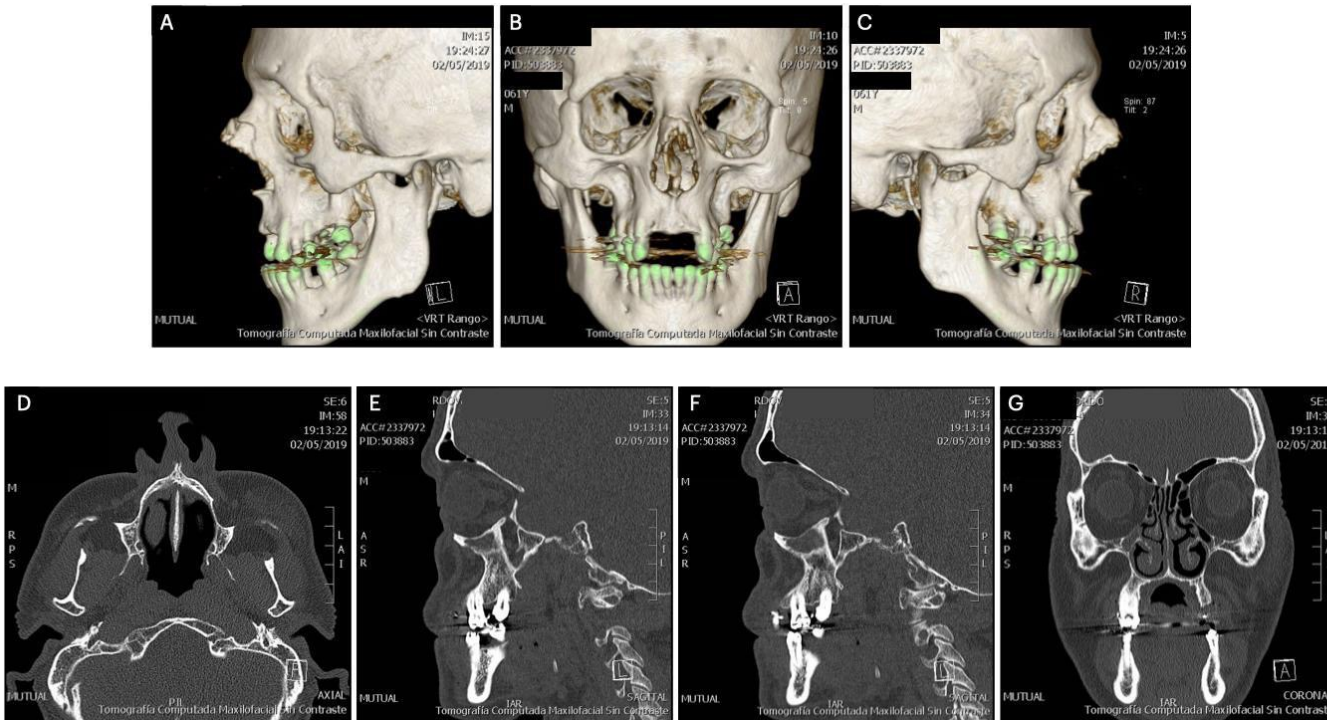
Tomografía axial computarizada con reconstrucción 3D. A, B y C: vistas laterales y frontal de reconstrucción 3D. D: corte axial. E y F: corte sagital. G: corte coronal, se observa aplasia de seno maxilar bilateral.
